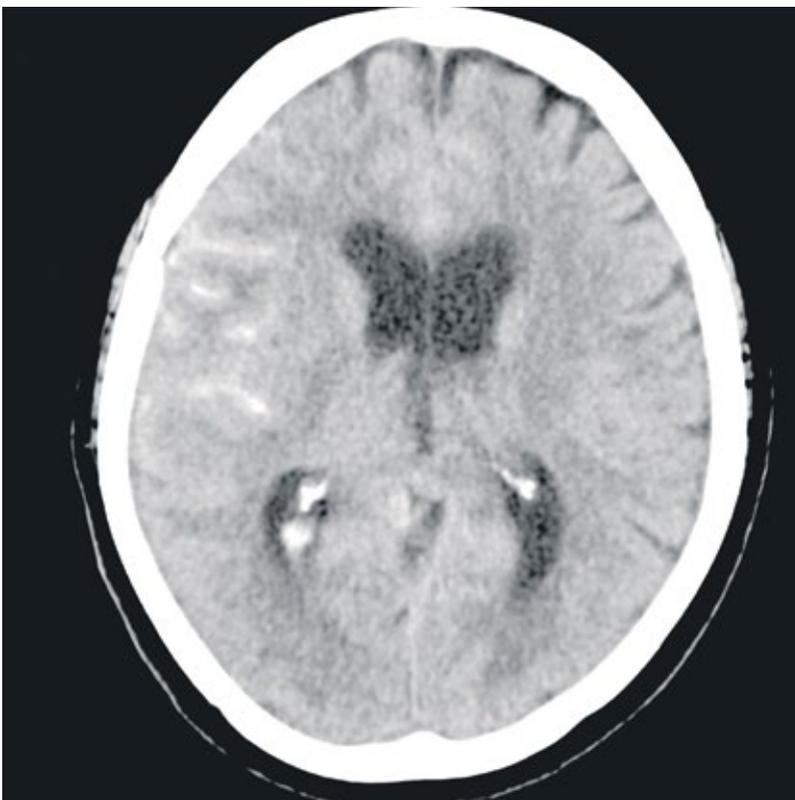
Computertomografie in der Aufnahmesituation mit SAB-Nachweis rechts
